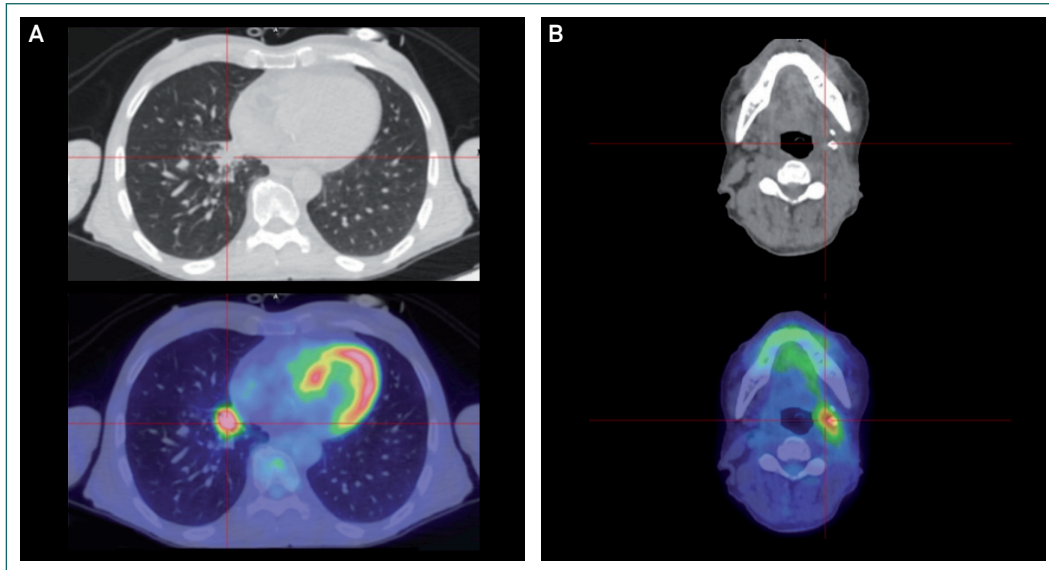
Febbraio 2021: TC + PET
